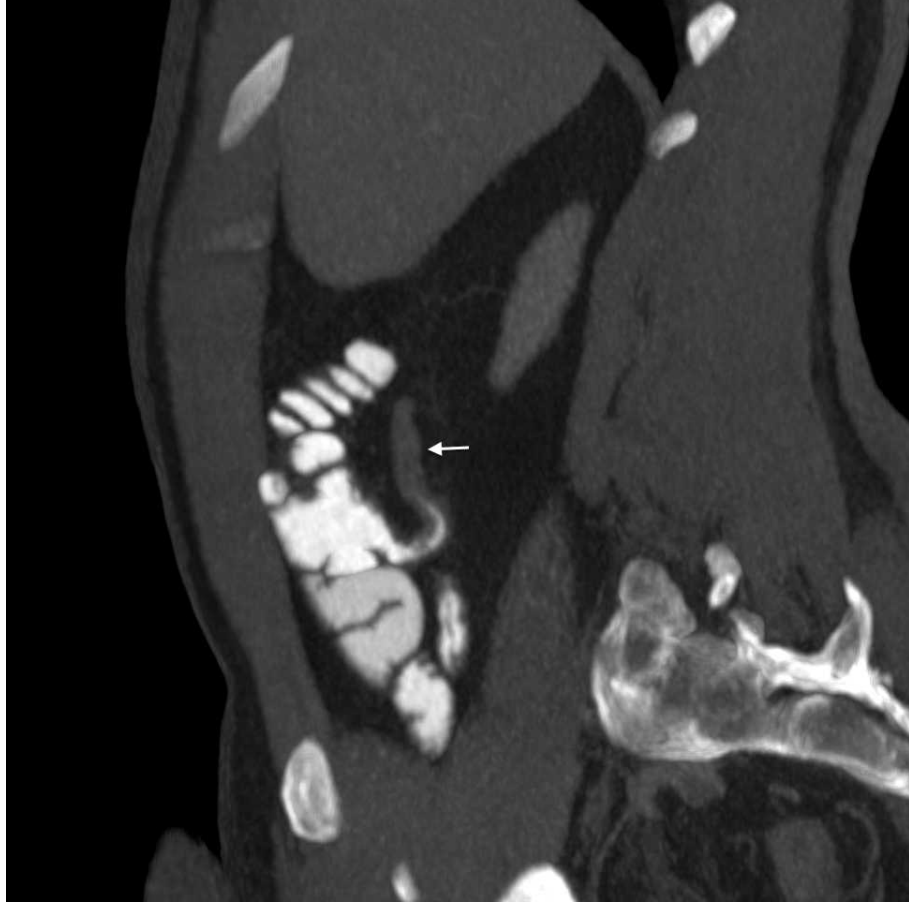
Akut apandisit varlığı cerrahi ve patolojik olarak doğrulanan 66 yaşındaki erkek hastaya ait kompresyonlu abdomen BT görüntüleri. İnflame apendiks ok ile, lümende yer alan apendikolit ise kesik ok ile gösterilmiştir. a) Sagittal reformat görüntüde karın ön duvarı komşuluğunda SF torbası görülüyor. b) Koronal oblik reformat görüntüde akut apandisit ile uyumlu, duvar kontrastlanması belirginleşmiş 12 mm çapındaki tübüler yapı izleniyor.
